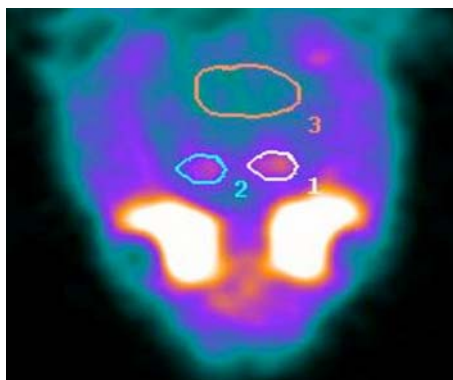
Darstellung des Rattenhirns nach SPECT-Scan. Die Region 3 zeigt die Lage des Cerebellums, die Regionen 1 und 2 die Lage der beiden Striatas.
